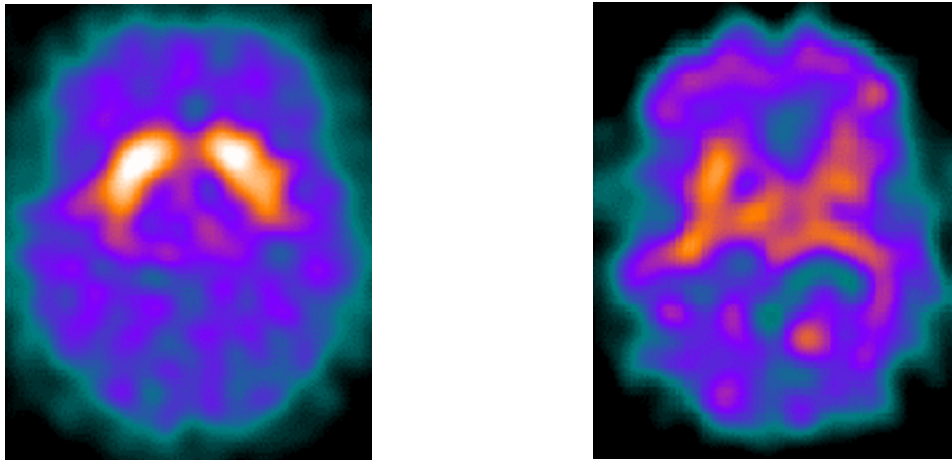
Transversale [ $^{123}\text{I}$ ]IBZM SPECT-Scans eines gesunden Patienten (linkes Bild;  $(\text{Str-Fro})/\text{Fro} = 0,81$ ) und eines unbehandelten Patienten mit Schizophrenie (rechtes Bild;  $(\text{Str-Fro})/\text{Fro} = 0,87$ ).
